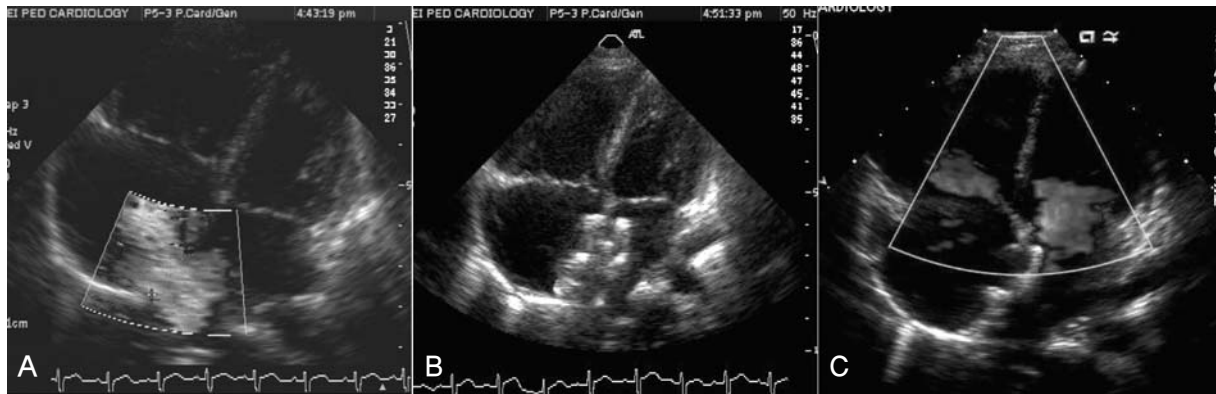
Serial echocardiographic finding of a child(25 months old, 13 kg of body weight) who underwent transcatheter closure of atrial septal defect with absent posterior rim. (A) Apical 4 chamber view of transthoracic echocardiography before transcatheter closure of the defect. (B) One day after closure with a 20mm Amplatzer septal occluder. (C) Follow-up echocardiogram at 18 months after the procedure.
